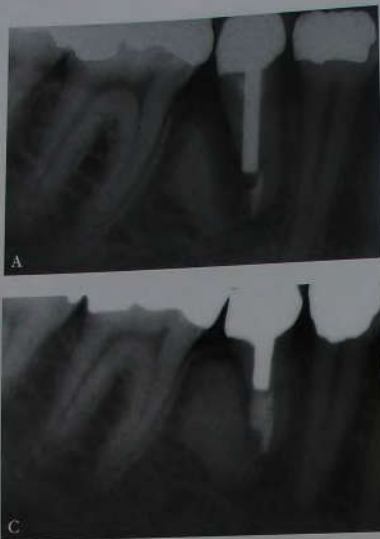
А-С. Консервативное лечение перфорации корня. (А) Рентгенограмма нижнего премоляра до лечения. Локализация перфорации на дистальной поверхности зуба исключает возможность хирургического лечения. (В) Коронка и штифт были удалены. Обтурация перфорации материалом МТА. Зуб восстановлен с помощью литой штифтовой культиевой вкладки и металлокерамической коронки. (С) Рентгенограмма через 6 лет. Болевые ощущения в области зуба отсутствуют. Отмечается явная регенерация кости в области дефекта.
